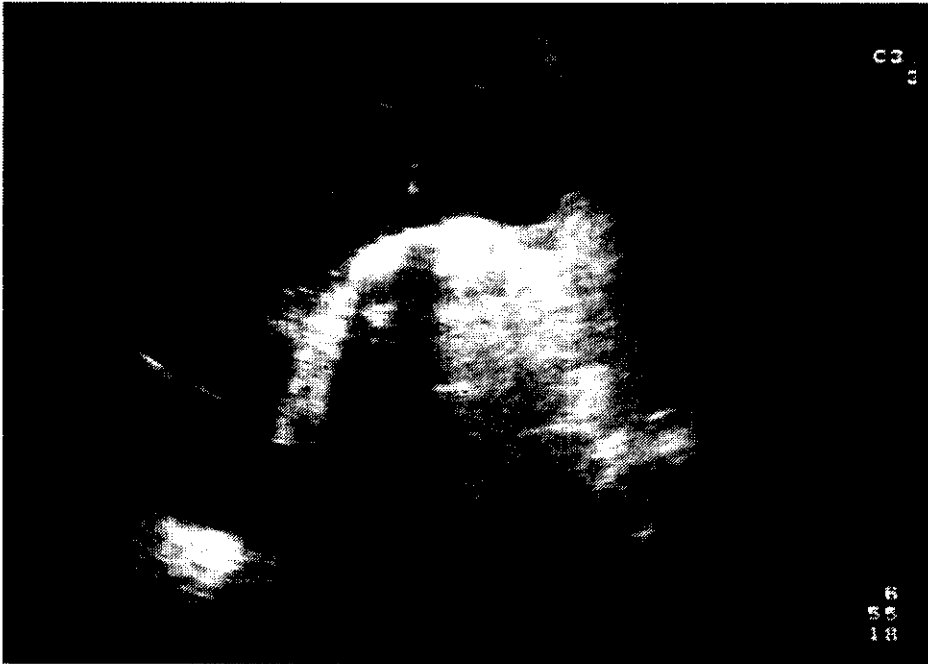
PN xantogranulomatosa. Ecografía. Corte longitudinal en flanco derecho que muestra un riñón grande, con focos hiperecogénicos en el seno renal y sombra acústica posterior en relación con cálculo coraliforme. Las áreas redondeadas anecoicas periféricas corresponden a cálices dilatados.
